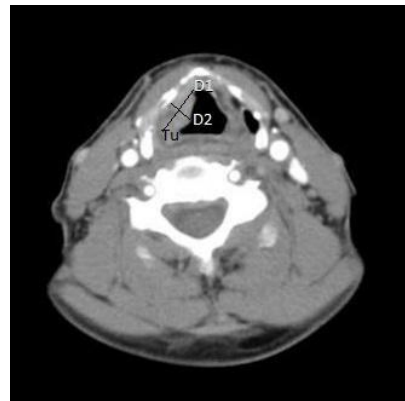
supraglottisches Larynxkarzinom links pT3 als endosonographisches Bild und rechts in der Computertomographie
